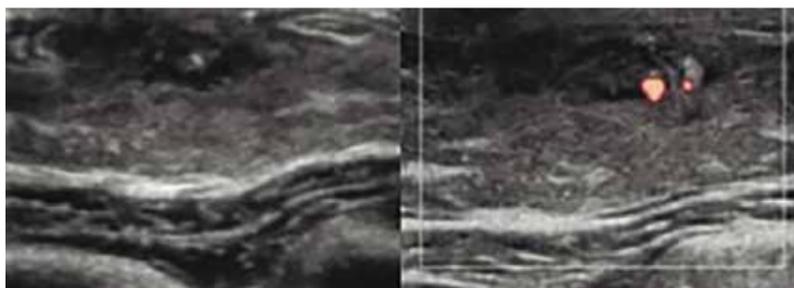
Paciente masculino, 13 anos, avaliado após episódio de mastite. US evidencia coleção mal delimitada com conteúdo heterogêneo e espesso e fluxo vascular ao Doppler colorido.
